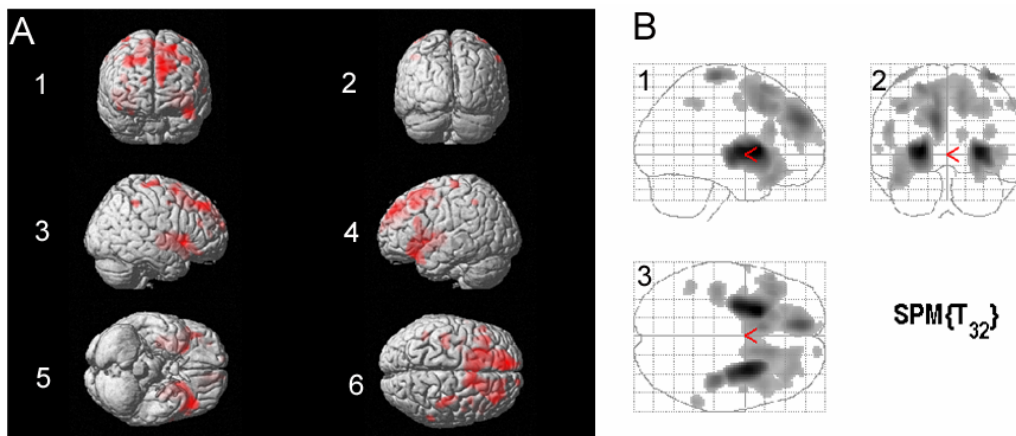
Vergleich HD-Patient mit dem Normkollektiv. (A) Voxel mit signifikanten Z-Score-Werten auf ein oberflächengerendertes MRI projiziert: 1) frontal; 2) occipital; 3) rechts lateral; 4) links lateral; 5) ventral; 6) dorsal; auf allen Projektionen Hirn-Areale mit signifikantem Hypometabolismus des HD-Patienten rot gefärbt (B) MIP des Vergleichs HD-Patient < Normkollektiv: 1) lateral; 2) occipital; 3) dorsal: Angezeigt werden Voxel mit signifikant erhöhtem Glucosestoffwechsel in der HD-Gruppe ($p < 0,05$, unkorrigiert)
